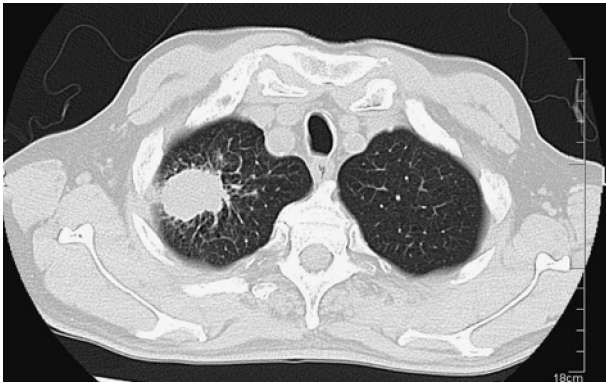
胸部CTでは右肺S1に53×38mm大の辺縁不明瞭な腫瘍陰影を認める。
